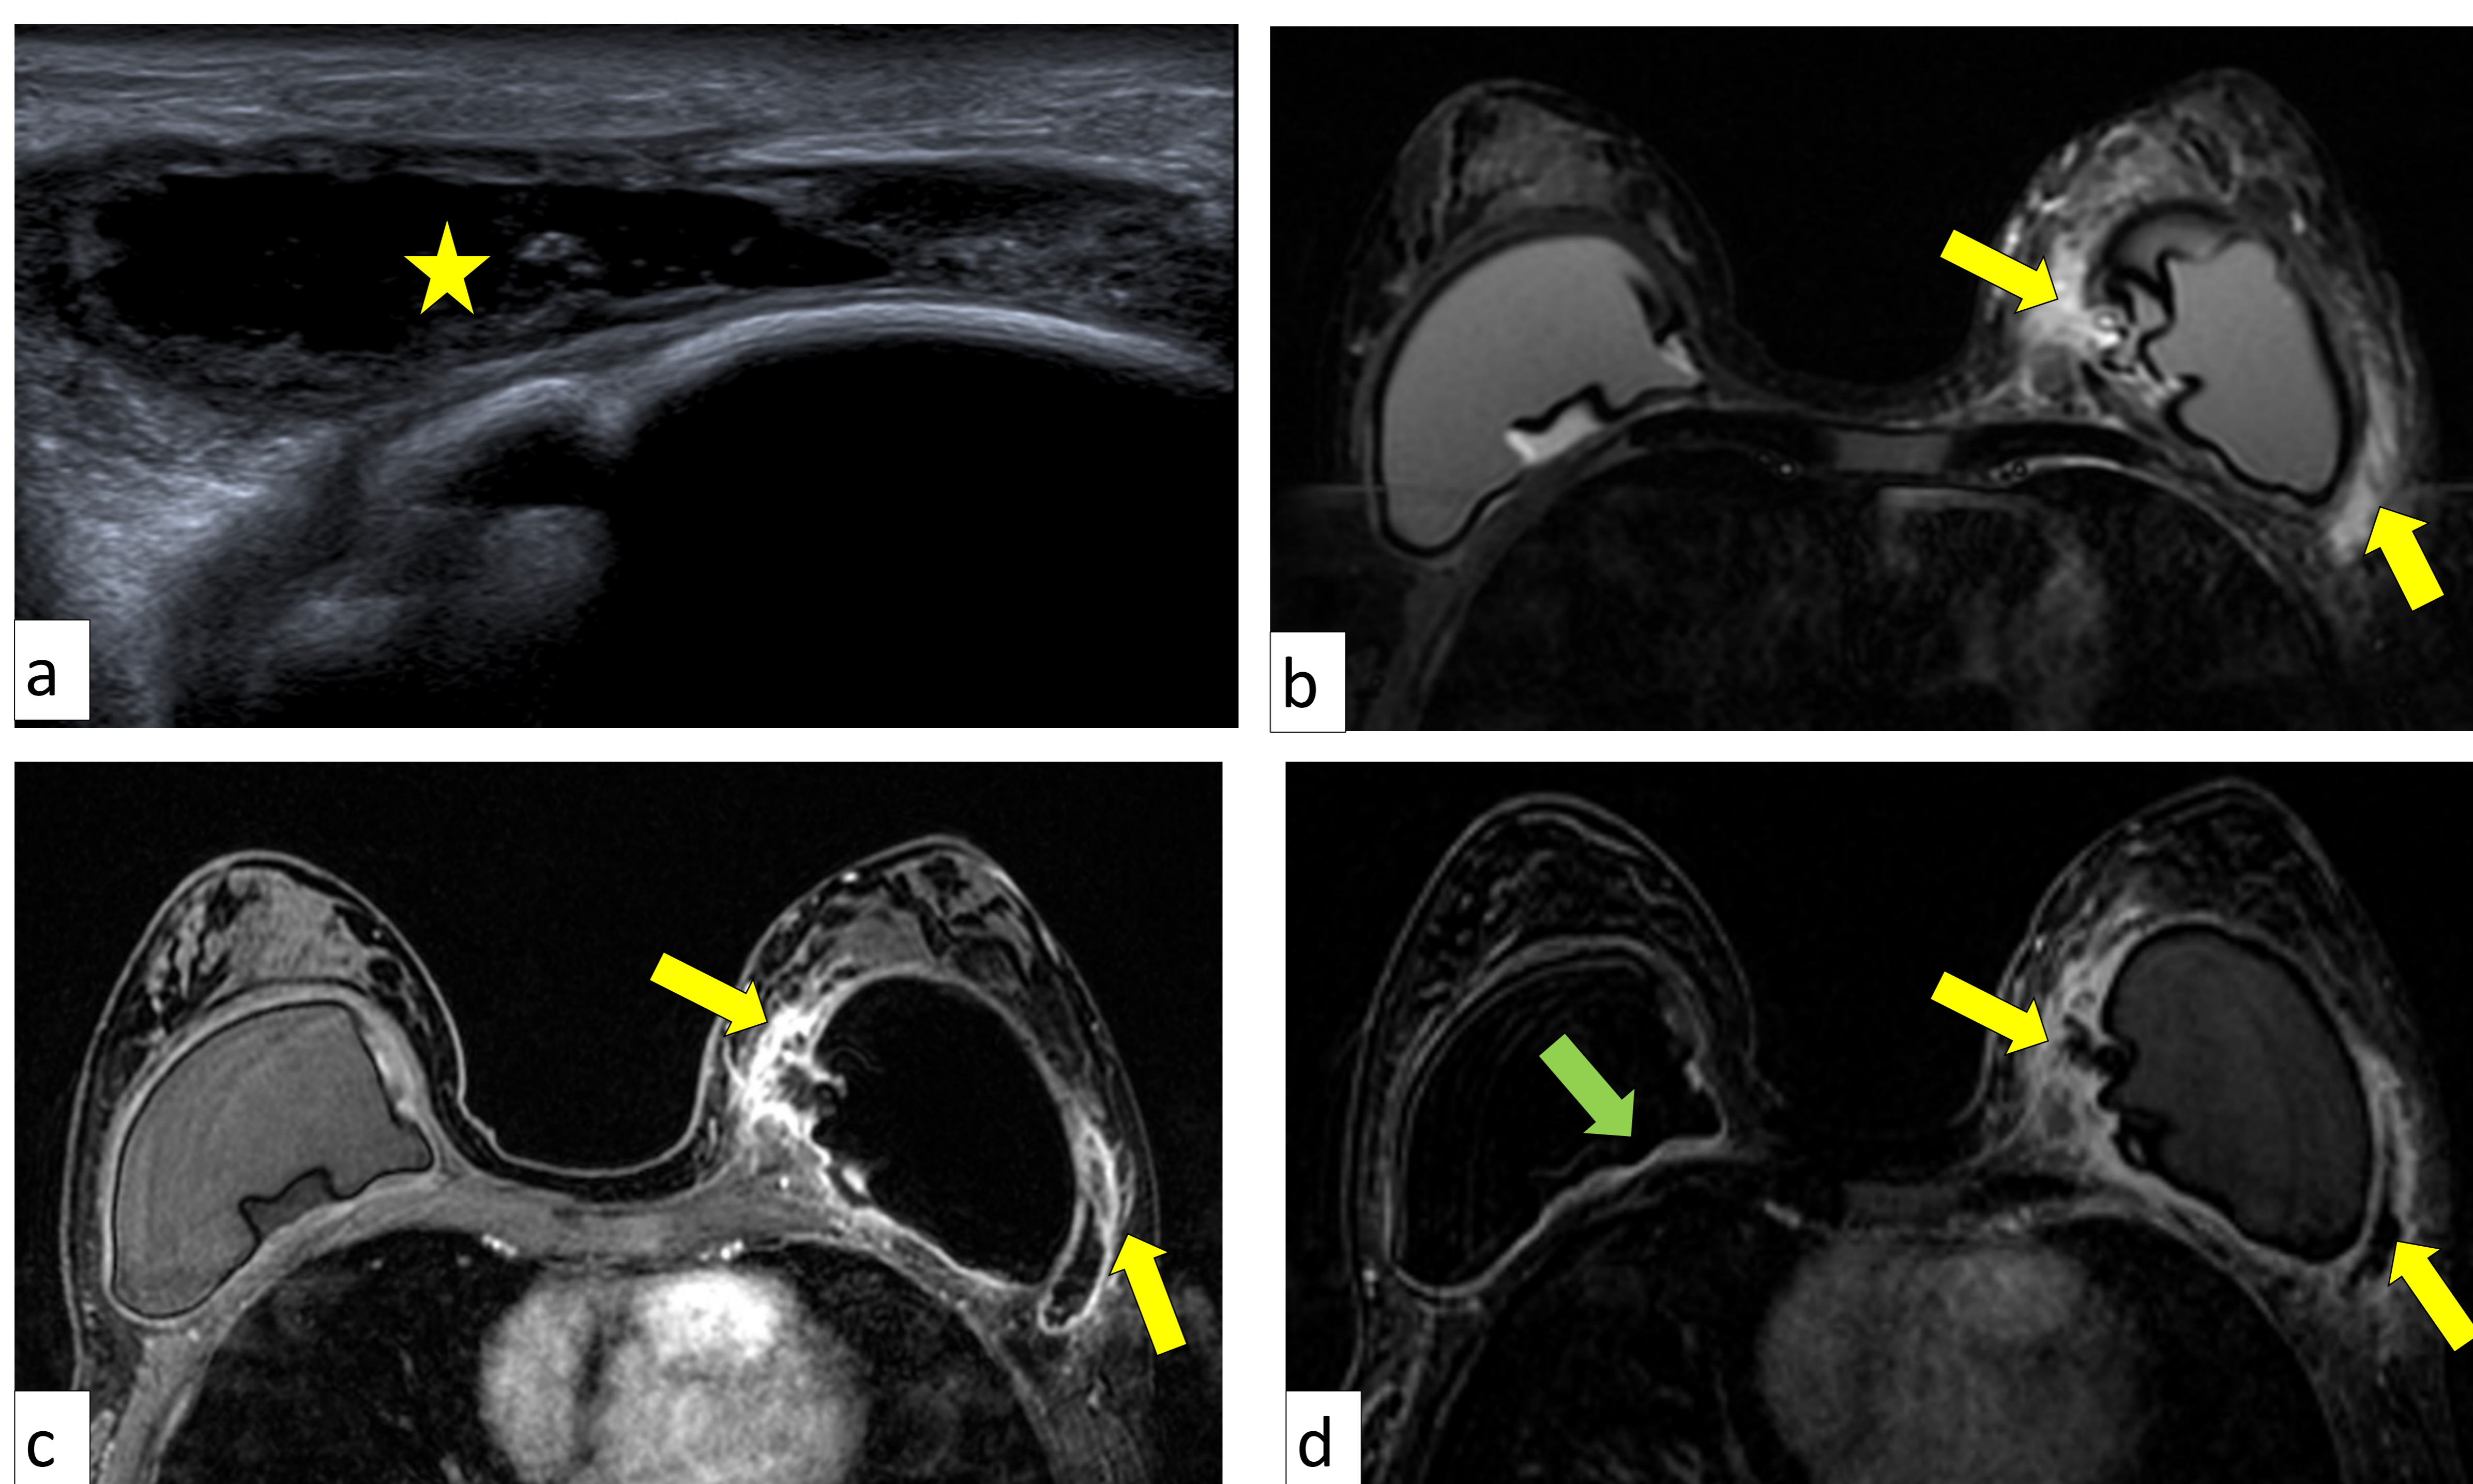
LACG asociado a implantes mamarios. En ecografía de mama izquierda, se observa líquido periprotésico heterogéneo con focos sólidos en su interior (estrella amarilla en imagen a). En estudio de RM se observa engrosamiento e hiperintensidad en cápsula fibrosa y tejido mamario adyacente (imagen b, STIR T2) así como captación de contraste de la cápsula fibrosa (imagen c y d – estudio dinámico y sustracción). Nótese además engrosamiento de la cápsula en prótesis derecha (flecha verde en imagen d).
